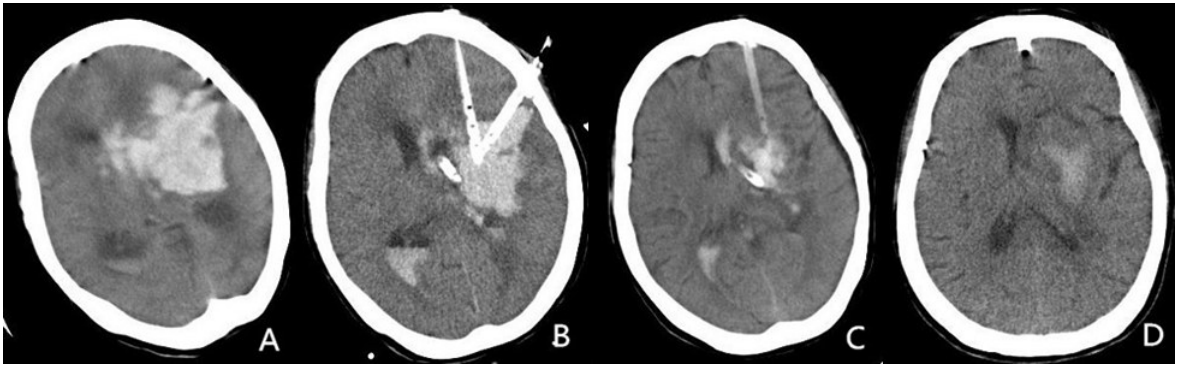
左侧基底节高血压性巨型血肿(65 ml)多靶点穿刺术前后CT影像
